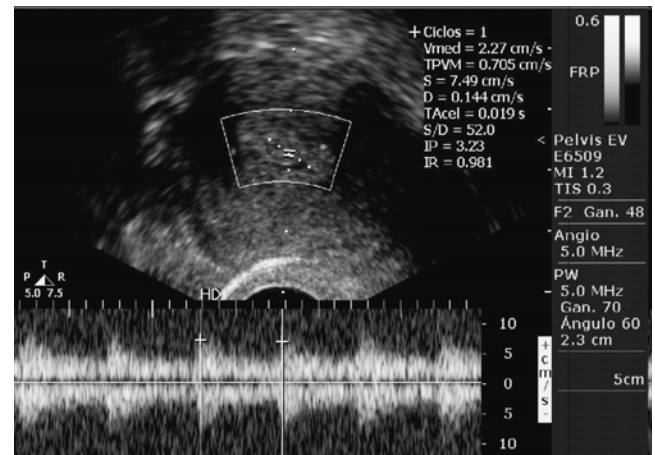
Ultrasonido transvaginal con aplicación de Doppler power que muestra arteria en la base del pólipo: Hallazgo común en los pólipos endometriales.
